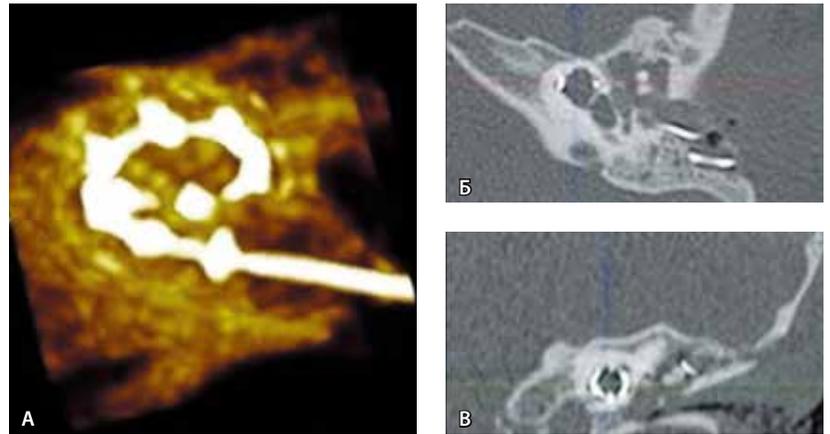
Послеоперационная компьютерная томография пациента с неполным разделением улитки 1-го типа: А – 3D-реконструкция электродной решетки в улитке, Б – аксиальная плоскость, В – фронтальная плоскость
